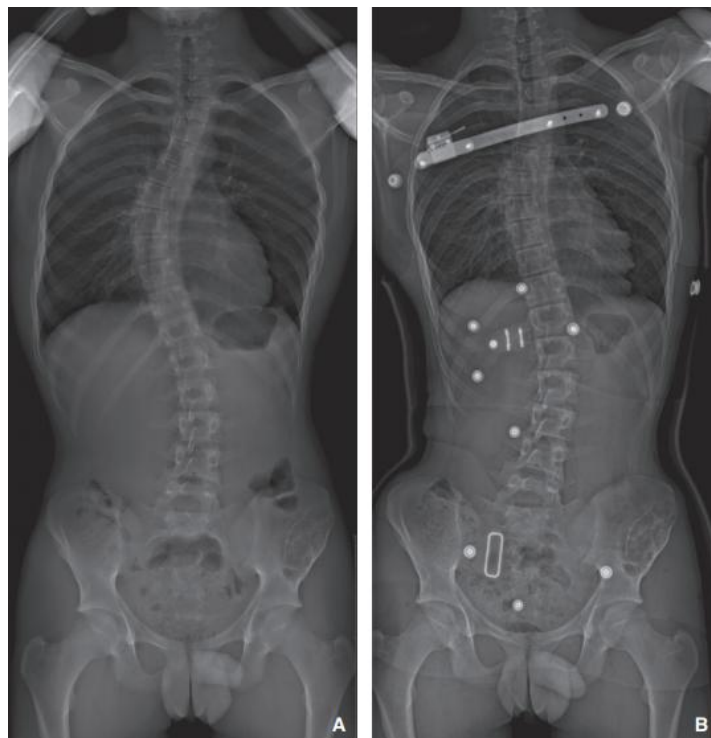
EXEMPLE RADIOLOGIQUE DE LA CORRECTION OBTENUE PAR LA MISE EN PLACE D'UN CORSET EN HYPERCORRECTION DE TYPE CAEN POUR LE TRAITEMENT D'UNE SCOLIOSE COMBINÉE THORACIQUE DROITE ET LOMBAIRE GAUCHE ÉVOLUTIVE À PREDOMINANCE THORACIQUE. RADIOGRAPHIE AVANT MISE EN PLACE DU CORSET (A) ET AVEC LE CORSET EN PLACE (B). [31]
